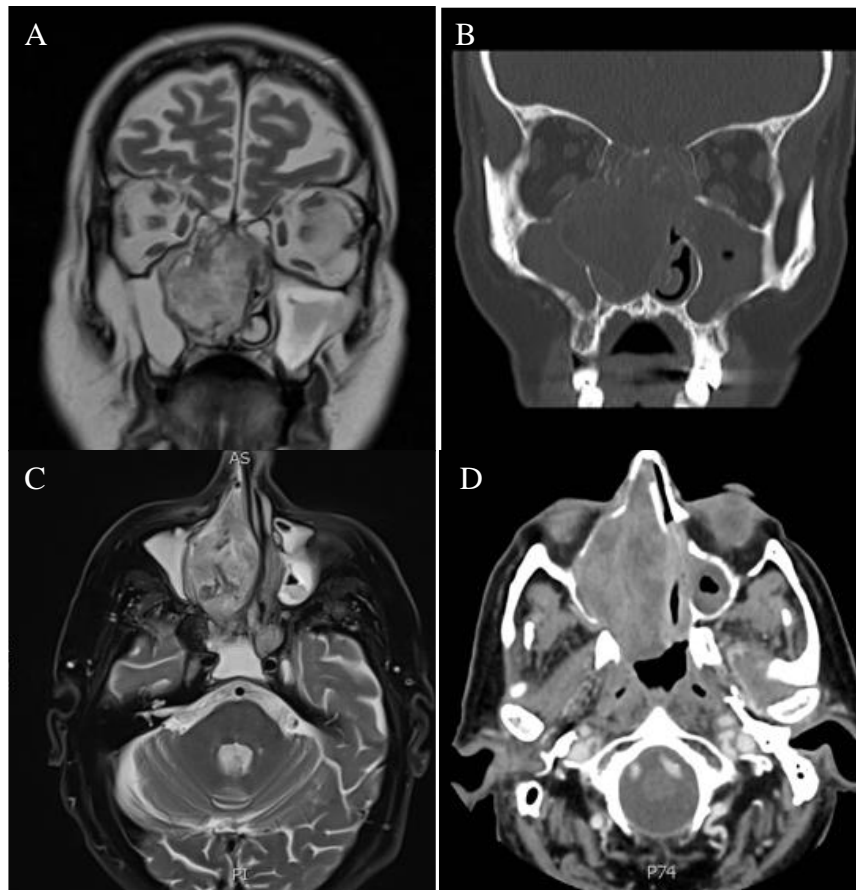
Cortes coronales (A: RMN T2 y B: TC) y cortes axiales (C: RMN T2 y D: TC) de un paciente con ITAC T3N0M0.
